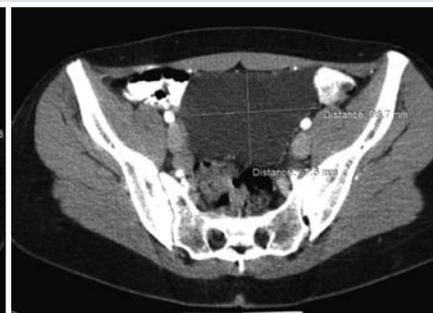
Компьютерная томография органов брюшной полости и таза пациентки В.
